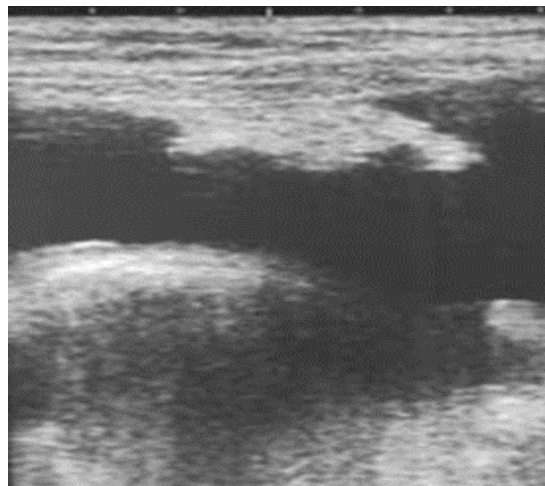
une échographie montrant un nodule échogène de grande taille siégeant au niveau du péritoine pariétal [10].
